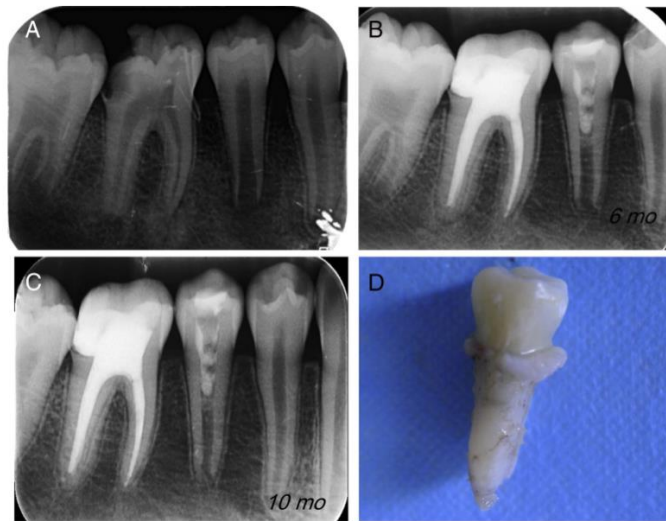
(A) radiografía preoperatoria, muestra el diente 29 en etapa de formación radicular. (B) Radiografía tomada 6 meses post operatoria, se puede observar un ligero aumento en el grosor de las paredes y estrechamiento del foramen apical. (C) RX 10 meses post operatoria que muestra un engrosamiento más marcado de las paredes, estrechamiento del foramen apical y leve aumento del largo radicular. (D) Diente 29 tras ser extraído por motivos de ortodoncia. (49)
